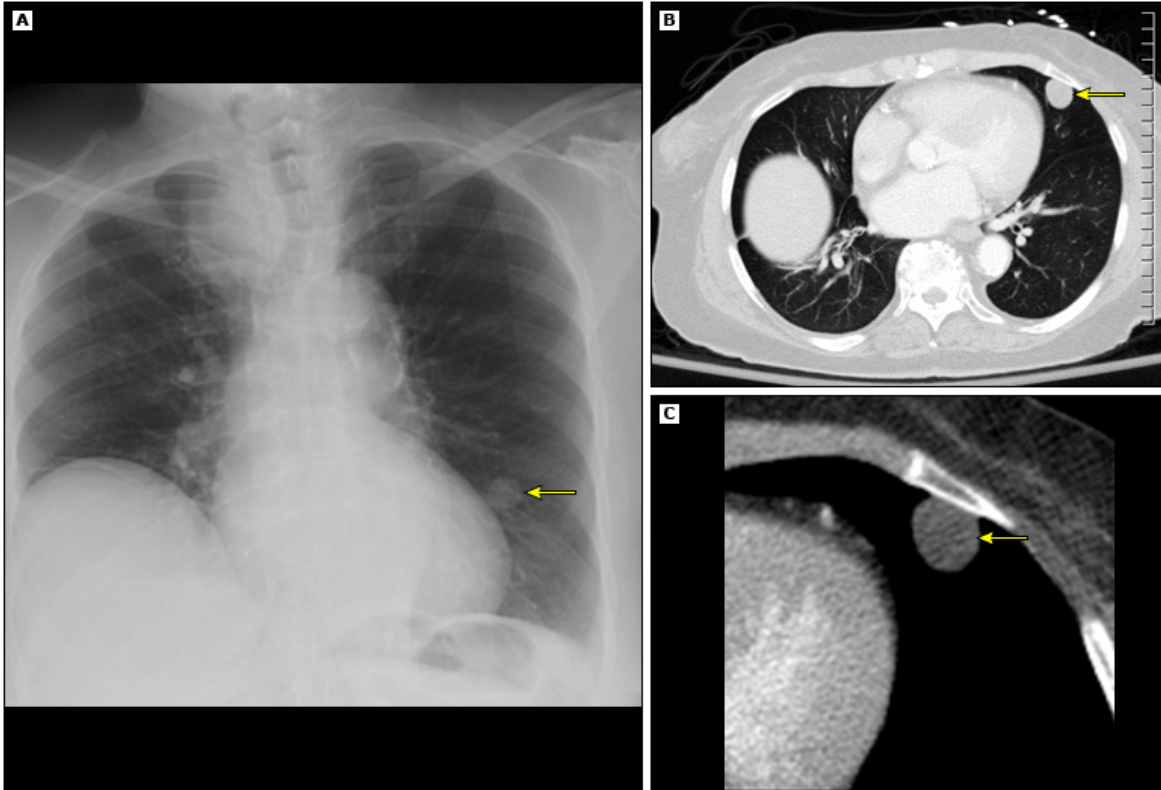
Nódulo pulmonar benigno. (A) Se observa por medio de radiografía PA, nódulo pulmonar solitario en la l ngula. (B) y (C) Se observa por medio de tomograf a axial computarizada, la misma lesi n, pero con una localizaci n m s exacta. El resultado de biopsia evidencio n dulo de grasa.
